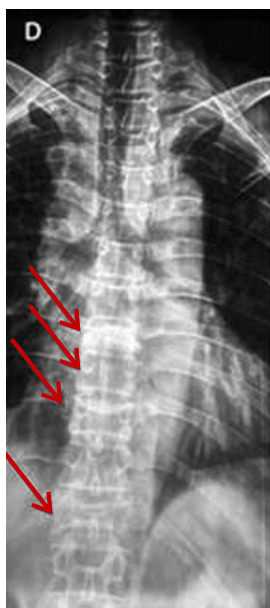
Radiografia da coluna dorsal e lombar.
